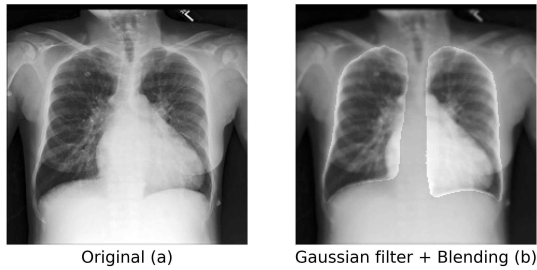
Original chest X-ray image(a), gaussian filtered and blended chest X-ray image(b)
